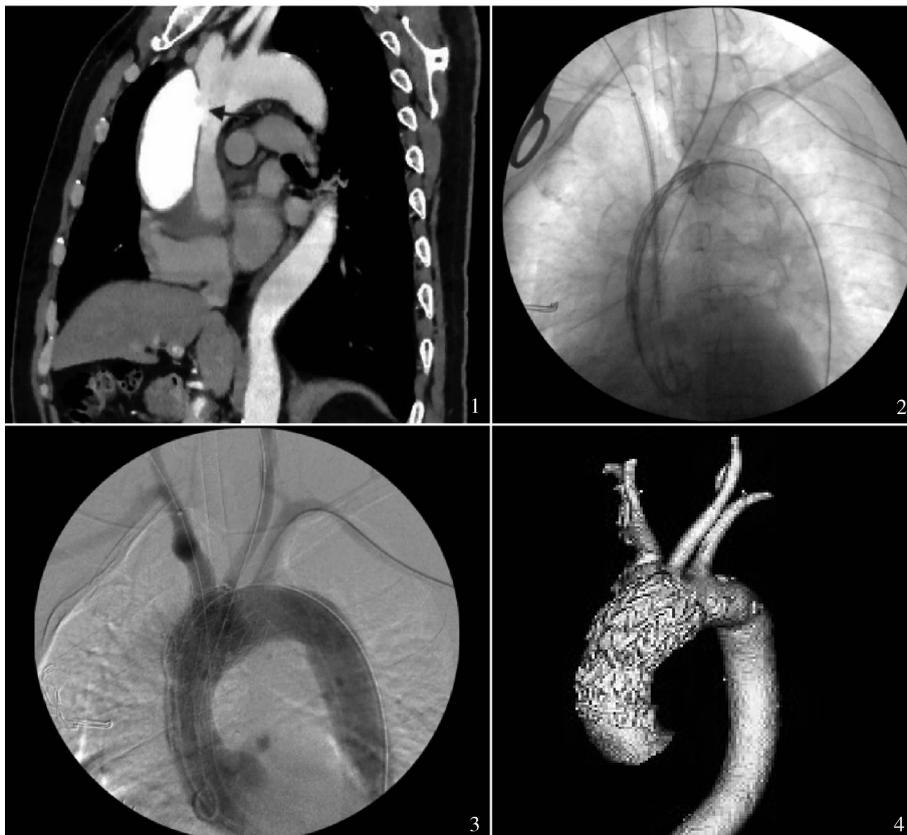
CTA 可见升主动脉大弯侧破口, 距离无名动脉开口近, 近侧距离主动脉窦 3 cm 以上 图 2 经右侧肱动脉和右侧颈动脉入路, 预置烟囱支架; 主动脉覆膜支架主体到位 图 3 主动脉覆膜支架(40-40-200, GORE TAG) 近端锚定区位于升主动脉近端, 左锁骨下动脉和左颈总动脉分别以正向植入的烟囱支架(13-100、8-150, 均为 GORE VIABAHN) 完成重建, 造影未见明显内漏, 弓部分支血管通畅 图 4 术后 40 个月 CTA, 可见升主动脉夹层病灶修复, 弓部分支通畅
